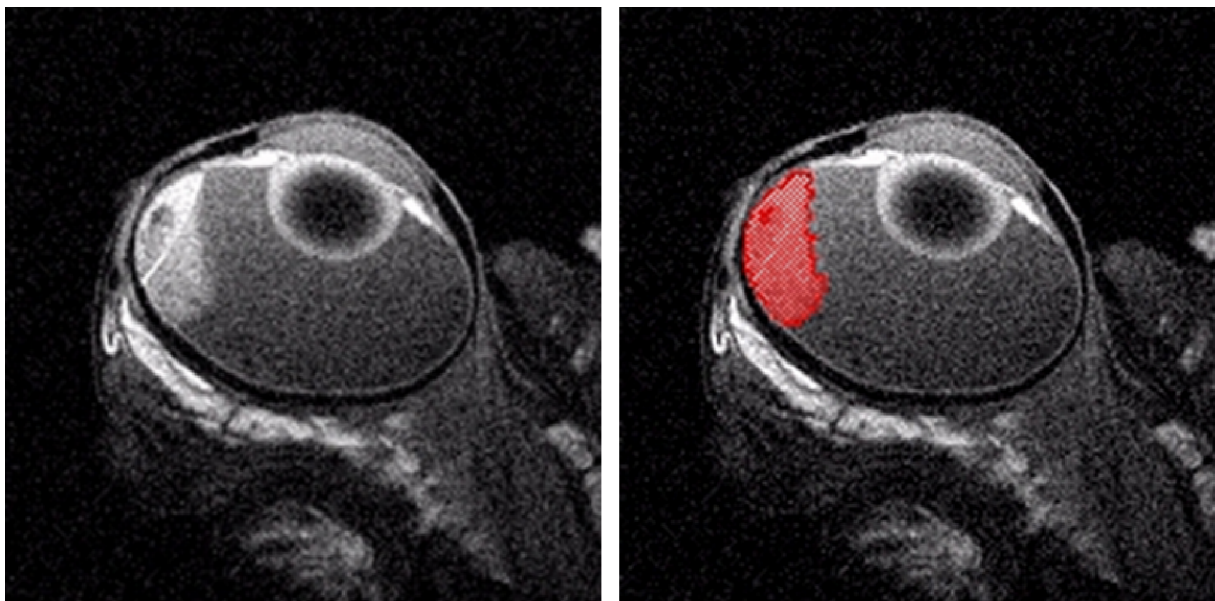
Präpariertes Schweineauge, links Original-MRT-Bild (T1-Gewichtung), rechts nach halbautomatischer Segmentierung (rot schraffiert)
